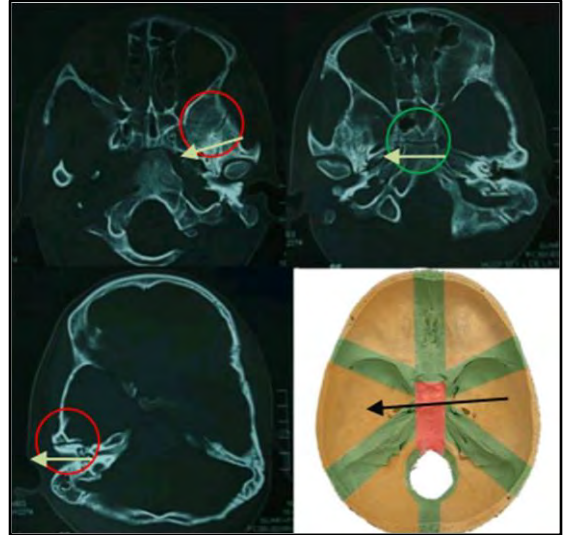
TAC con ventana ósea evidenciándose una fractura (círculos rojos) clase II-II. Nótese que el trayecto (flechas blancas) fracturario atravesó la pieza basilar (círculo verde).
